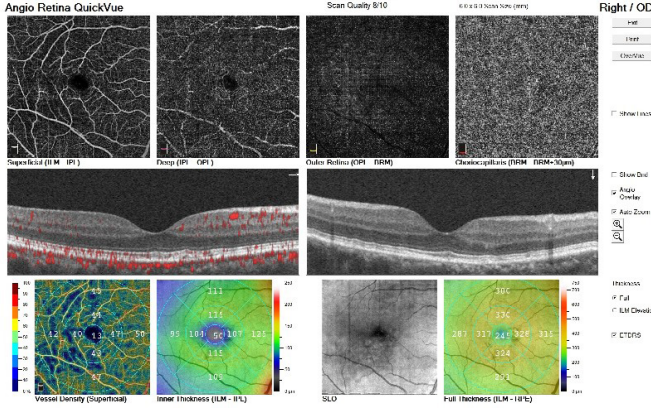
Pakikoroid pigment epitelyopatide optik koherens tomografi görüntüsünde artmış koroid kalınlığı ve retina pigment epitel düzensizliği görülmektedir.
